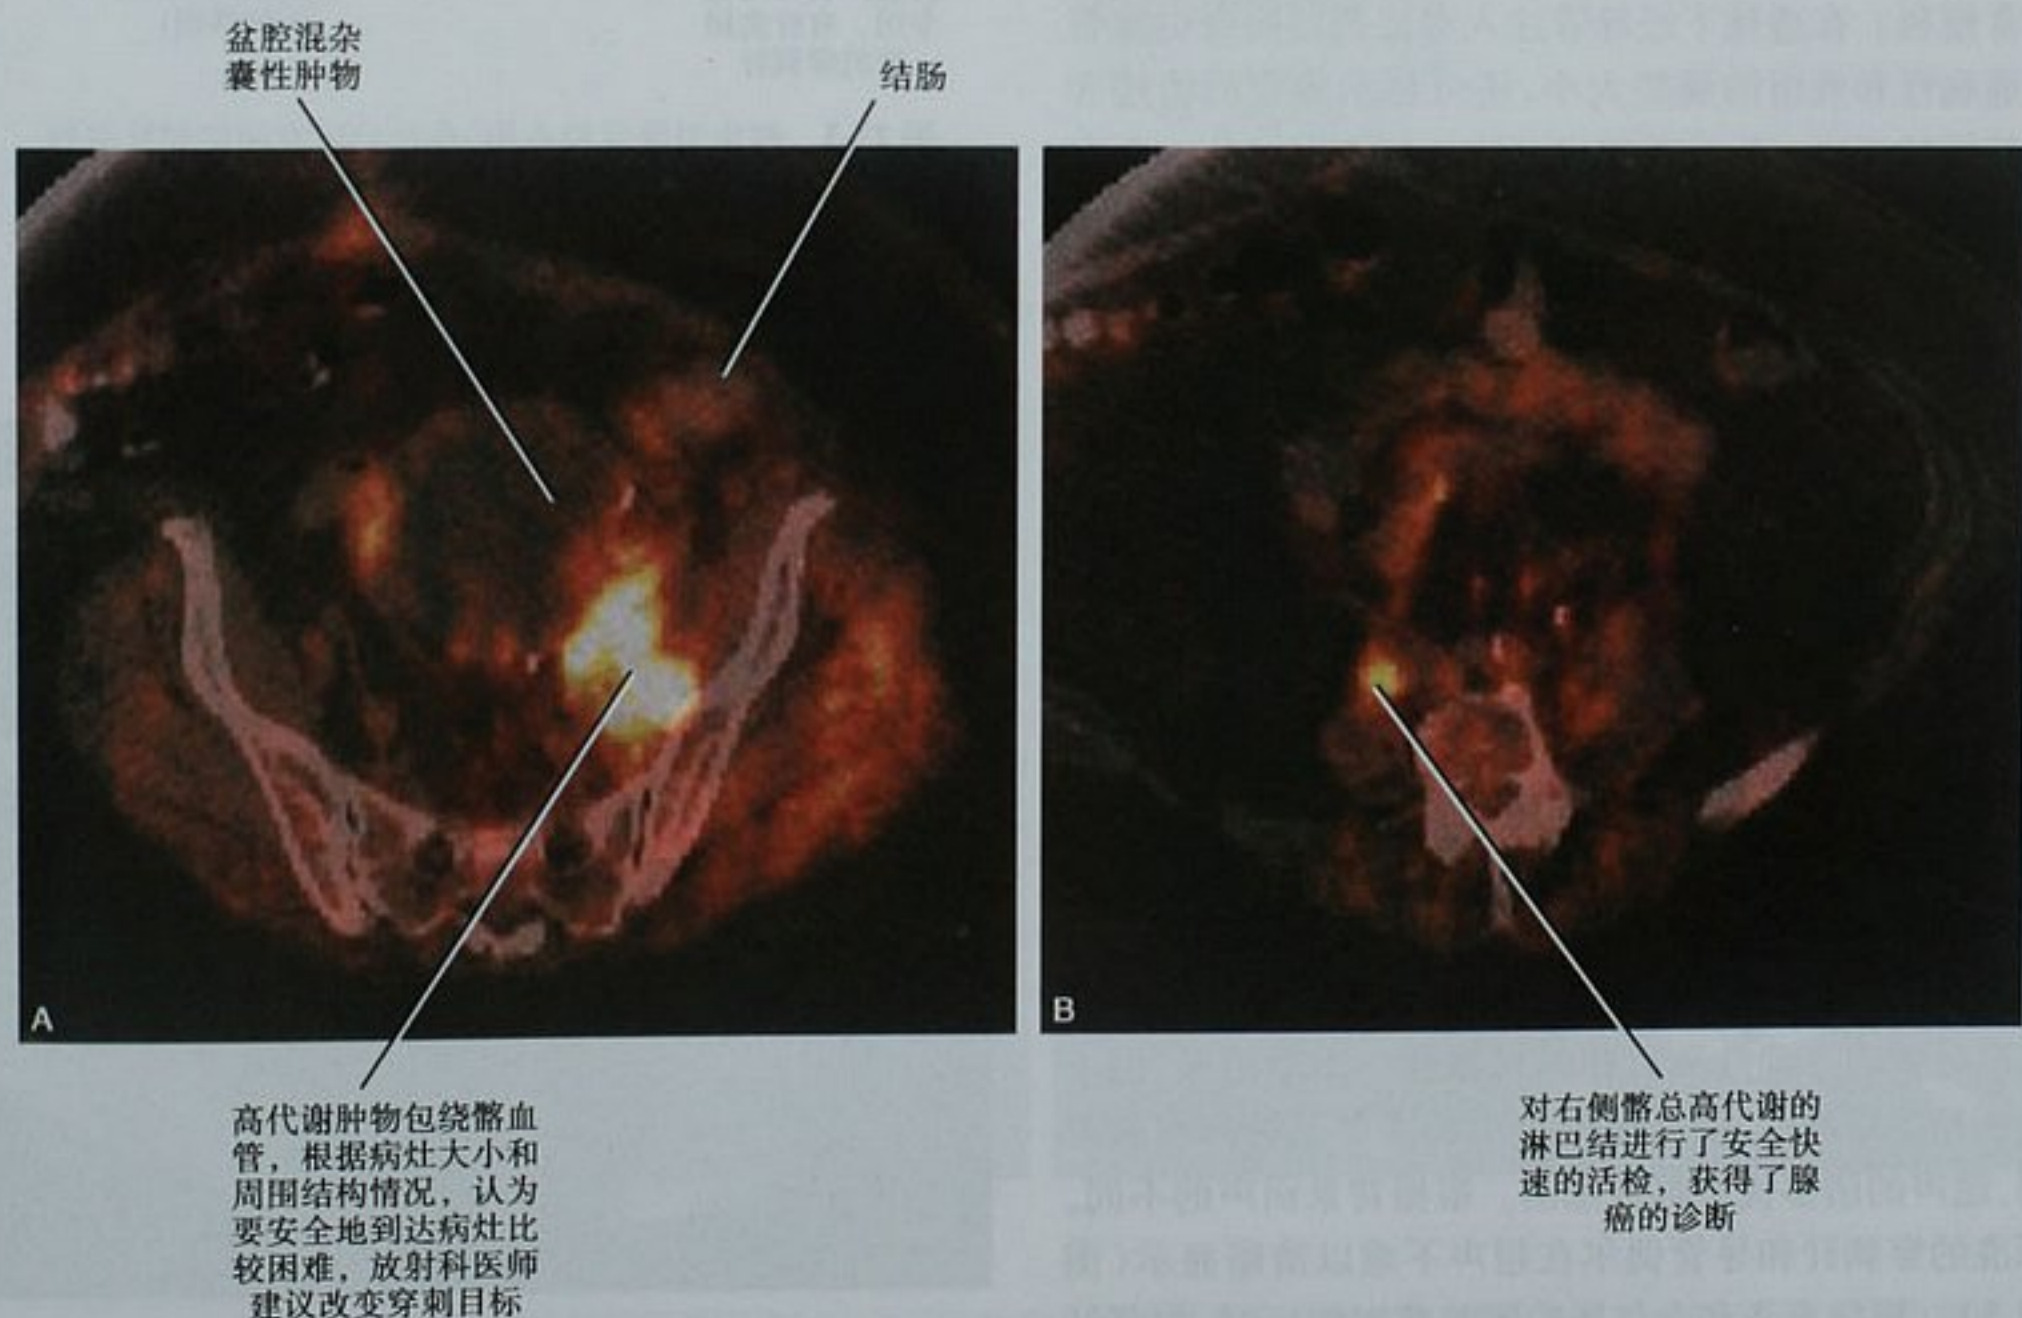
盆腔混杂肿块患者,盆腔(A)和下腹部(B)PET-CT 横断面融合图像。妇科医师要求对 A 中盆腔侧壁的高代谢部分进行活检。放射科医师注意到病变包绕髂血管,建议对 B 中更容易到达的右侧髂总高代谢的淋巴结进行活检。对放射科医师建议的淋巴结活检获得腺癌的诊断结果
